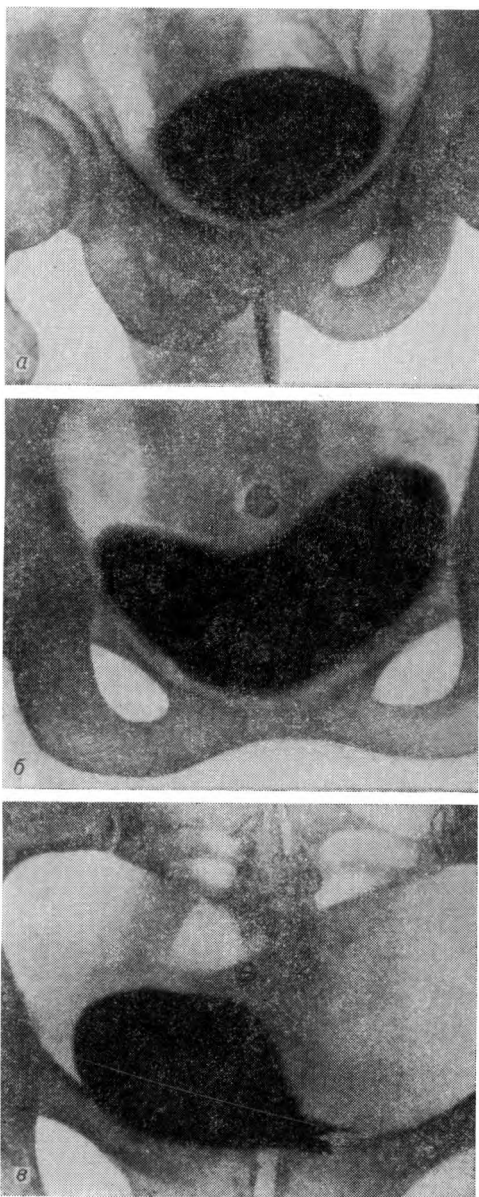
Цисторентгенограммы.
